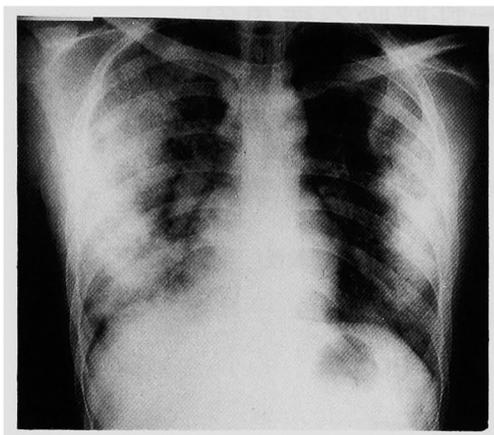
Chest roentgenogram of a case with drug-induced PIE syndrom shows diffuse bilateral, predominantly peripheral, patchy infiltrations.
